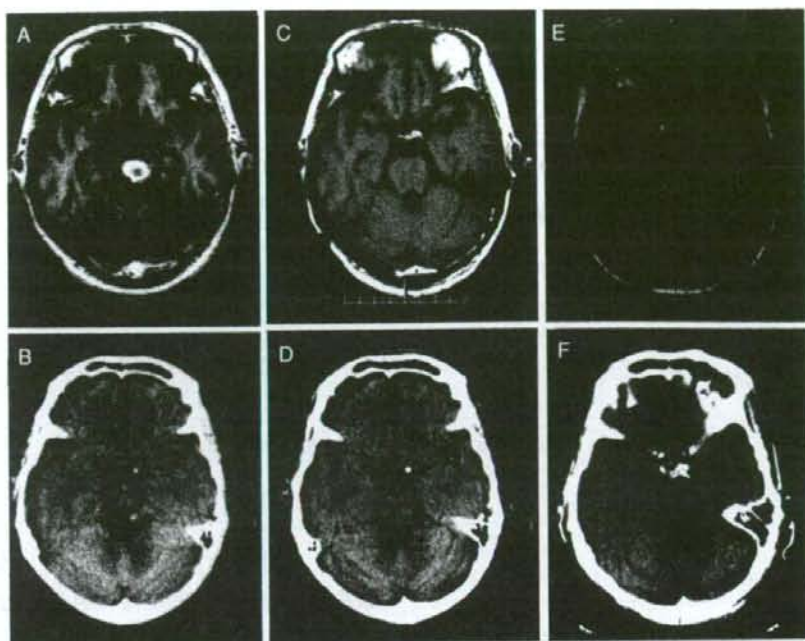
本例の画像所見(上段:頭部MRI T1強調画像, AはGadolinium造影撮影, 下段:頭部単純CT. A, Bは既報告(百瀬ら³⁾より筆頭著者の許可を得て抜粋)
